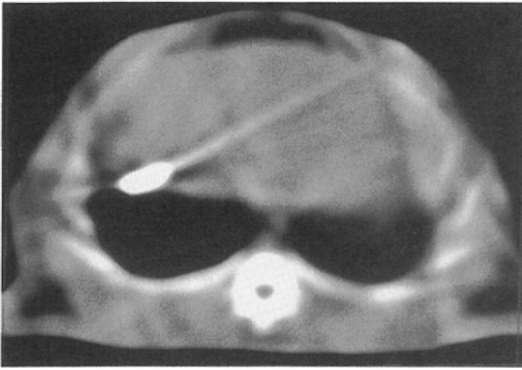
CT scan shows the needle penetrating the lung parenchyma. The tip of the needle is located in the subphrenic region of the liver.
